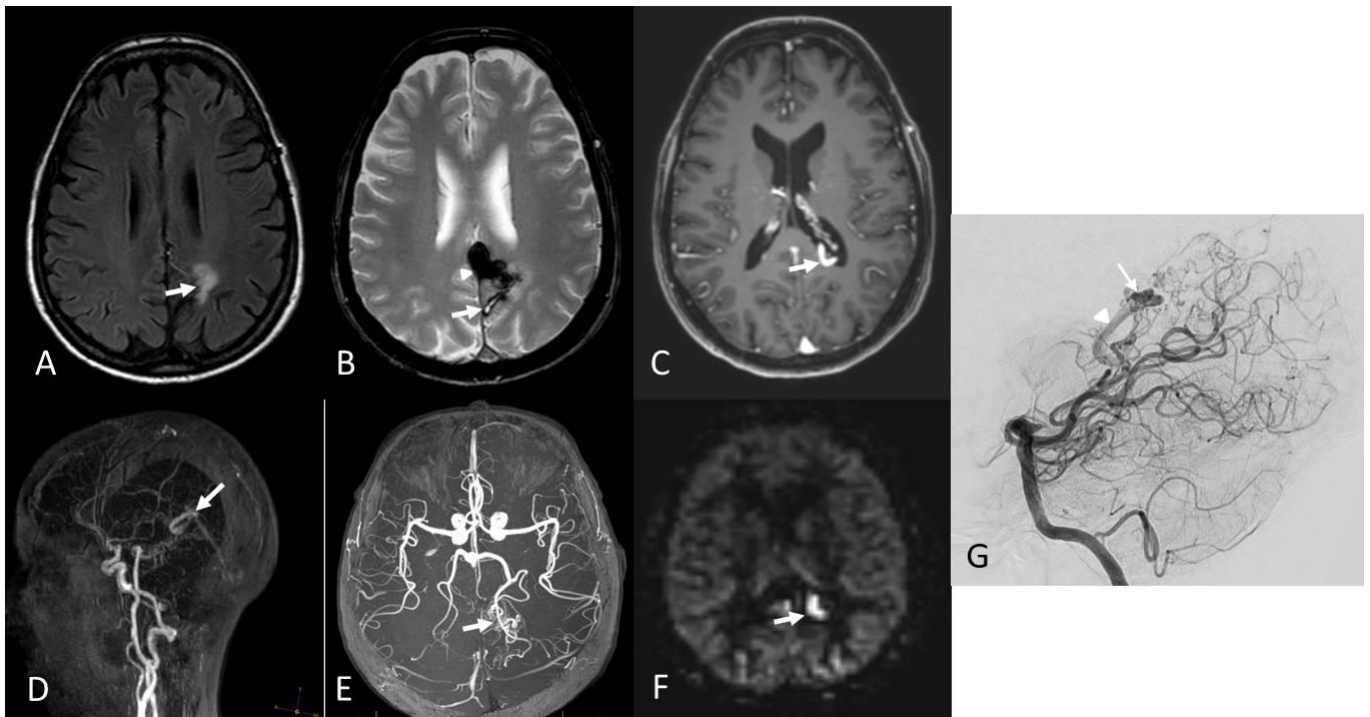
(patient 19): Follow-up MRI 2 years after embolization and radiosurgery for a ruptured left parietal AVM. A. Axial FLAIR shows hyperintense signal in the left parietal region (arrow) due to radio-induced lesions. B. Axial T2* shows mixed signal intensity related to hemorrhagic sequelae (arrow) posterior to hypointense embolization material (arrowhead). C. Post-contrast 3D T1 GRE image shows the enhanced tubular draining vein of the residual AVM. D. Sagittal view from 4D contrast-MRA with MIP reconstruction shows the early enhanced draining vein at the arterial phase of angiogram (arrow). E. 3DTOF with MIP reconstructions shows the residual AVM (arrow). F. ASL image shows a focal hyperintense signal in left lateral part of the cingular gyrus (arrow). G. DSA with lateral intracranial view from vertebral angiogram confirms the residual nidus (arrow) with the deep venous drainage (arrowhead).
